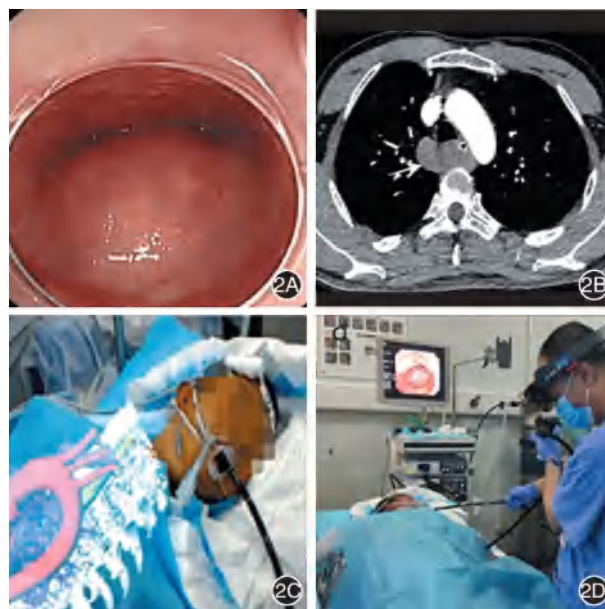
混合现实技术应用于食管肿瘤内镜手术 2A:内镜示食管中段黏膜下肿瘤;2B:CT 示病变与邻近器官;2C:重建的虚拟三维器官模型被投射到患者身上;2D:内镜医师佩戴混合现实装备,在可视化虚拟三维器官模型的指导下进行内镜切除
